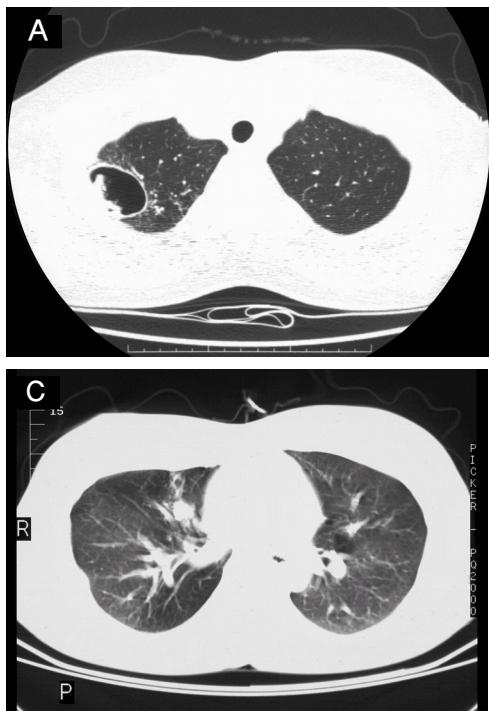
Chest CT. 3A) An approximate 4 cm sized cavitary lesion in the apex of the right upper lobe, with adjacent fine nodularities, 4 months before the admission. 3B) The cavitary lesion in the right upper lobe had increased on admission. 3C) Tubular dilatation of the bronchus in the medial segment of the right middle lobe was seen on admission.
